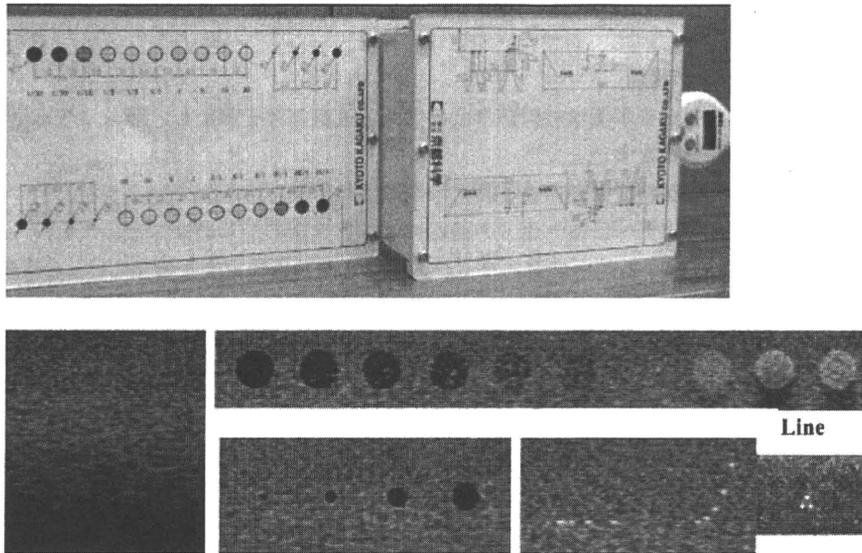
2008年版乳房超音波精度管理用ファントムとその画像
